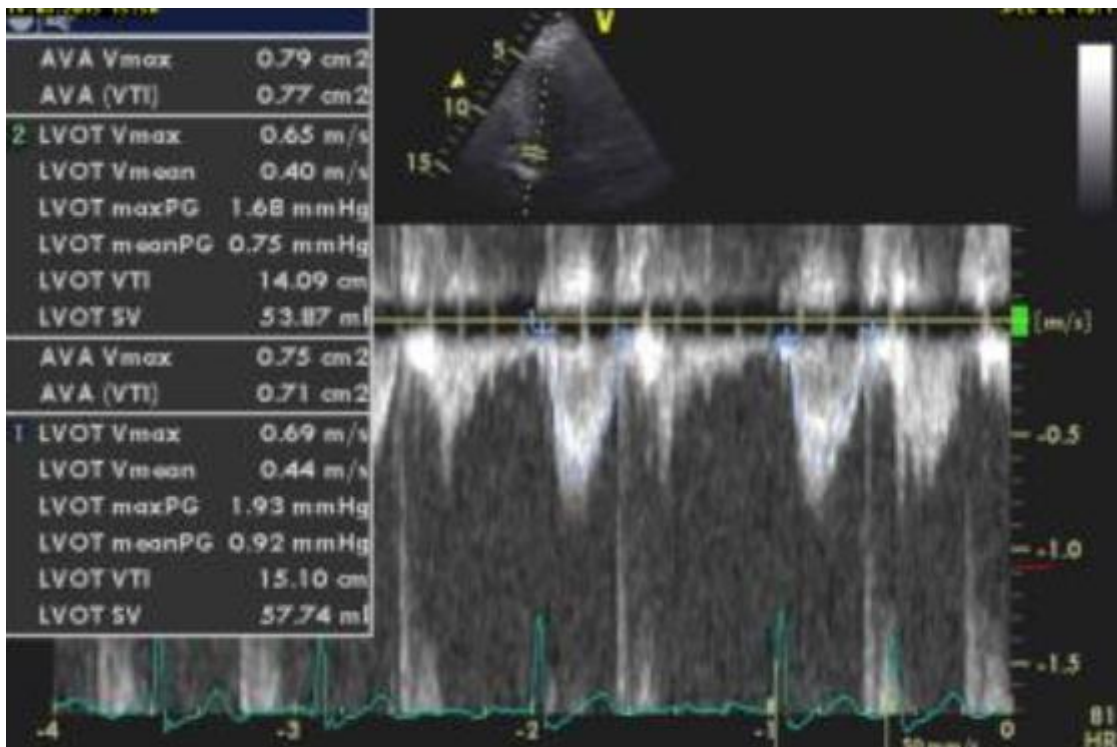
5-Kammer-Blick in der TTE, Messung der Blutgeschwindigkeit im (LVOT) durchgepulsten (pulsed-wave,PW) Doppler, Berechnung der Klappenöffnungsfläche (Aortic Valve Area, AVA) nach Kontinuitätsgleichung.
